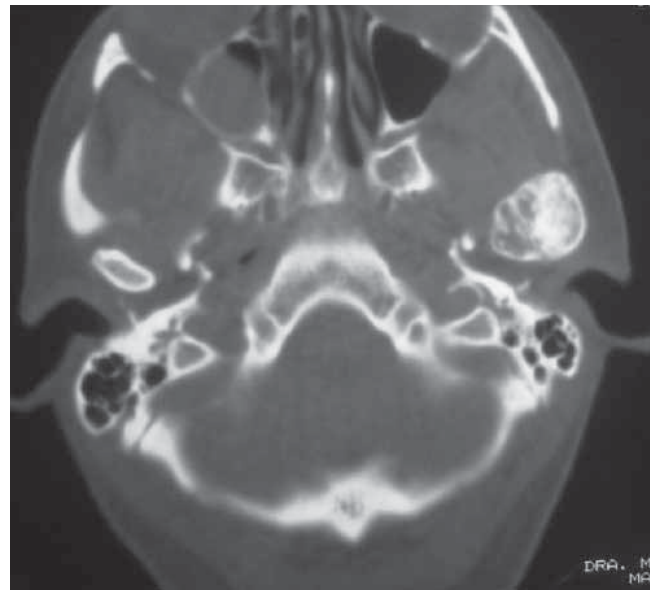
Corte axial de tomografía computada en donde se observa tumoración hiperdensa izquierda en lo que corresponde a la posición superior al cóndilo mandibular.
